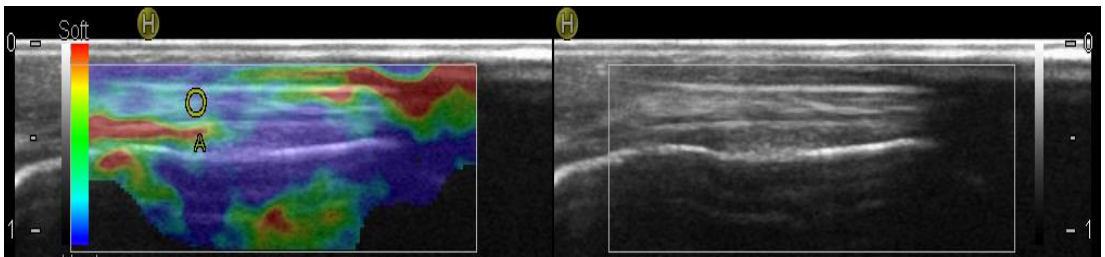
%50 SVF- %50 KİK karışımı uygulanmış aşil tendonu a) 1.Ay ve b) 2.Ay elastosonografik görüntüsü.
